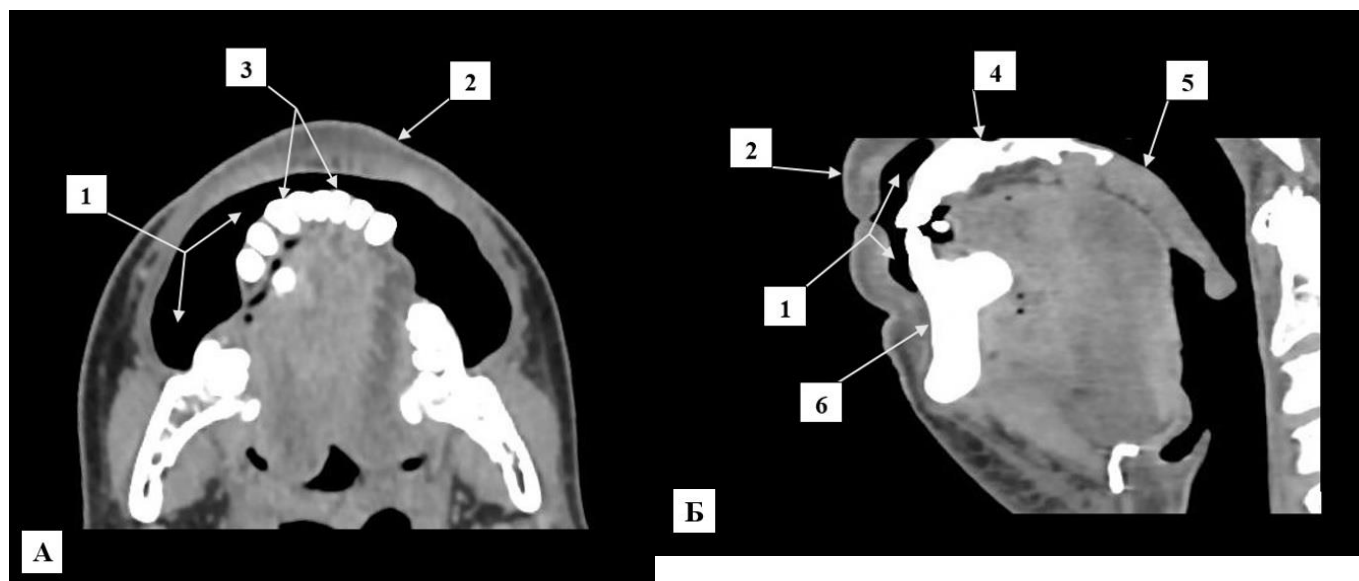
Компьютерная томограмма полости рта, аксиальная (А) и сагиттальная (Б) проекции. 1 – преддверие полости рта, 2 – губы, 3 – зубы, 4 – твердое небо, 5 – мягкое небо, 6 – нижняя челюсть.
